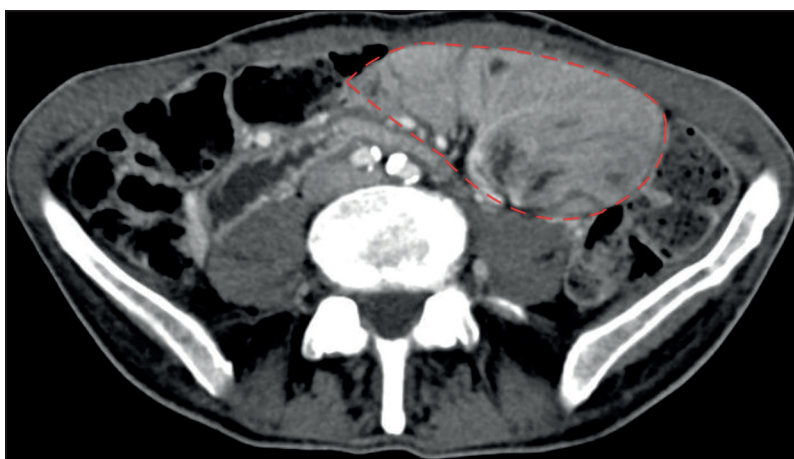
Corte axial de tomografía computada de abdomen y pelvis con contraste. Se evidencia ovillo de asas de intestino delgado encapsuladas en región central y lateralizado a izquierda (línea punteada roja).
